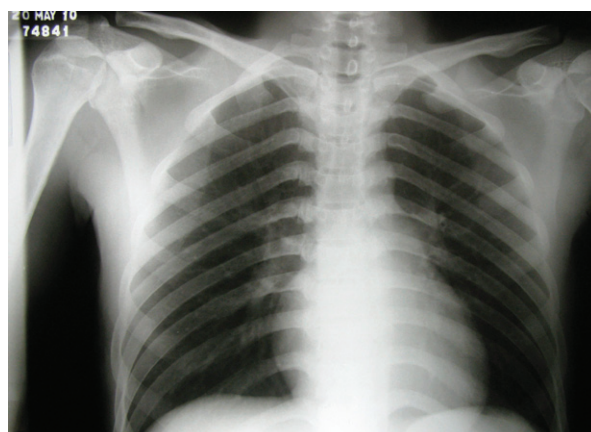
Radiografía de tórax de control tomada a los 3 días de iniciado el tratamiento definitivo.
